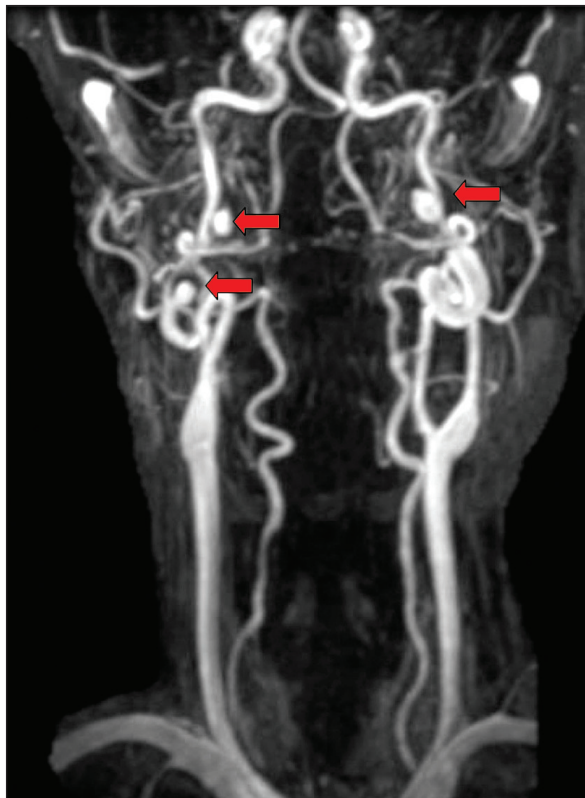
Angiografia por ressonância magnética com gadolínio demonstrando tortuosidade proeminente de ambas as artérias carótidas internas na presença de pseudo-aneurismas bilaterais (setas).
